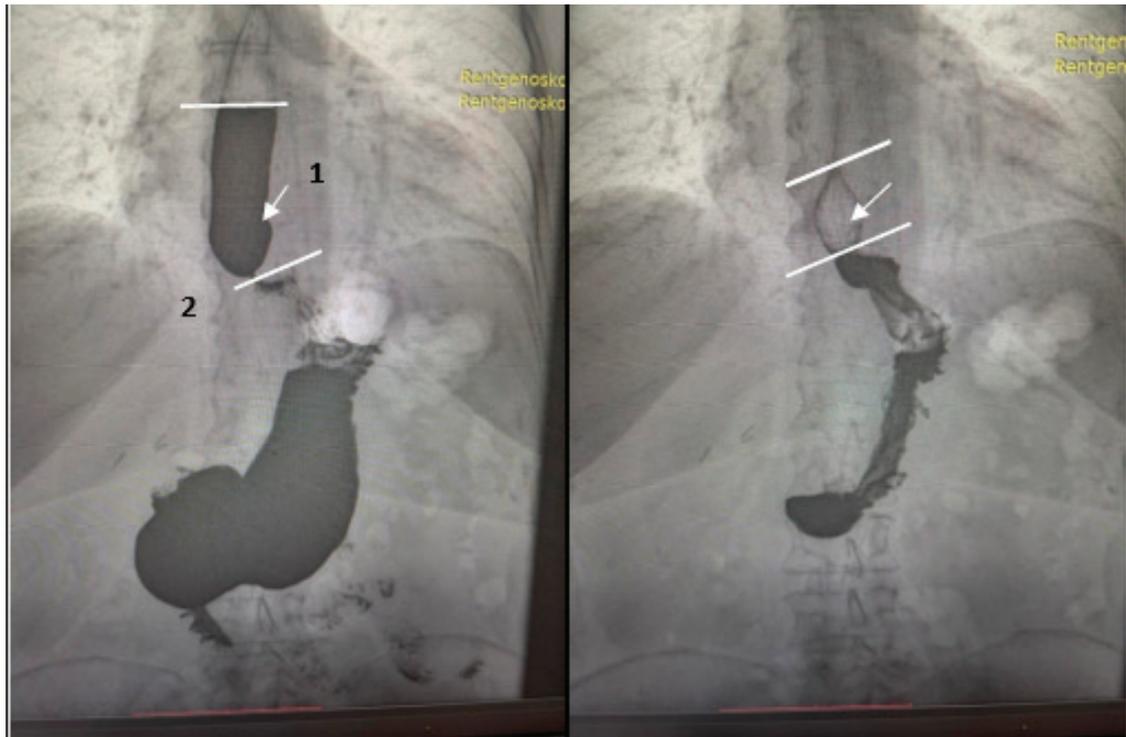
Рентгеноскопия пищевода больной с. после лапароскопической кардиофундопликации по Nissen: 1 — задержка контраста в пищеводе на 5 минут; 2 — сужение пищевода в области фундопликационной манжетки, наличие симптома «птичьего клюва»
